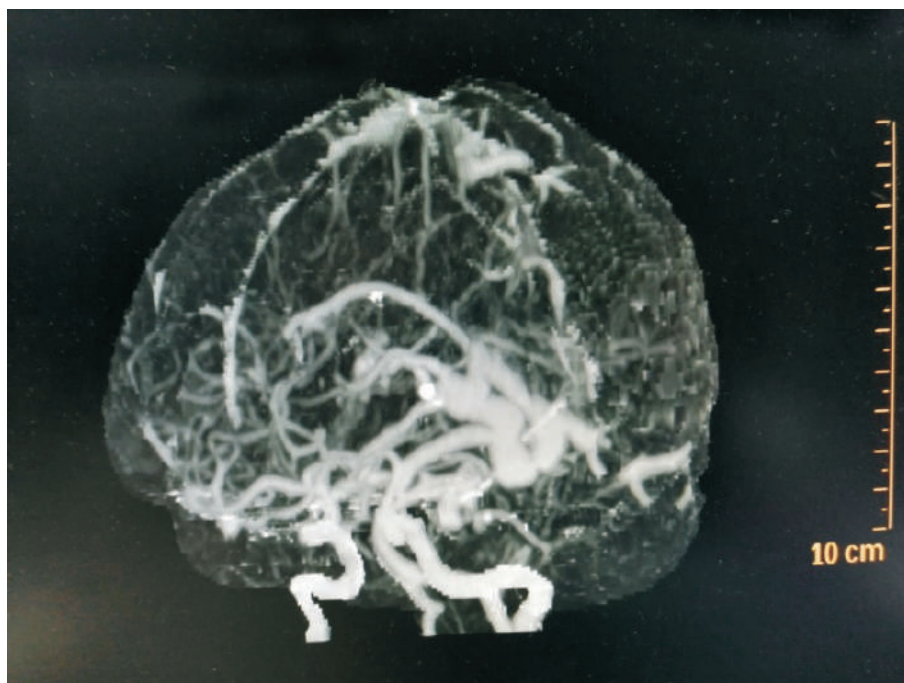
Reconstrucción 3D a partir de imágenes del TC cerebral.
